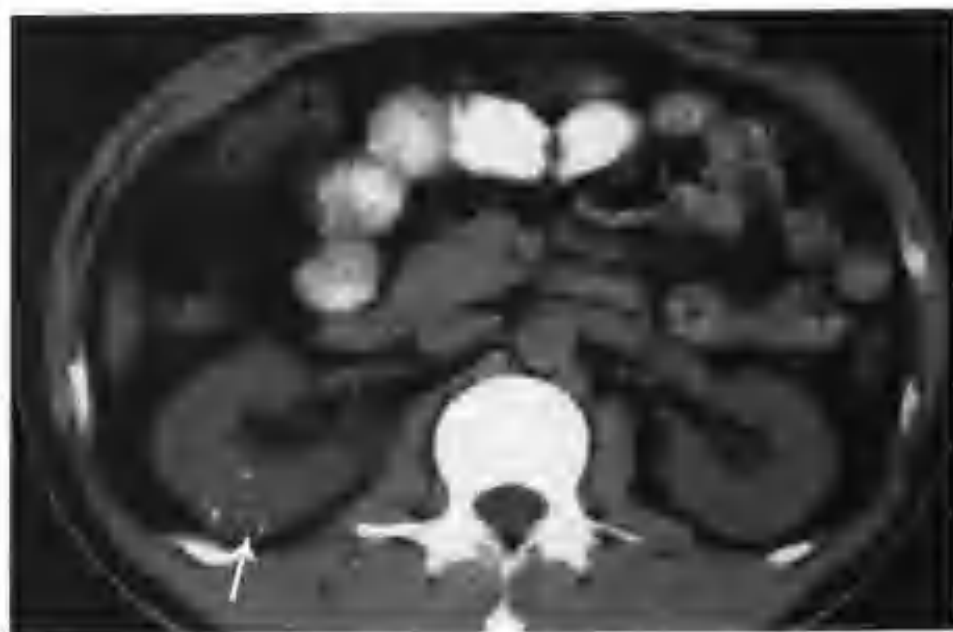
右肾小错构瘤（CT 见右肾中极有一个 2.0cm × 2.3cm 的类圆形病灶，轻度凸出肾轮廓外，平扫呈等密度，内见许多散在钙化点，瘤内看不到脂肪密度（箭头））
